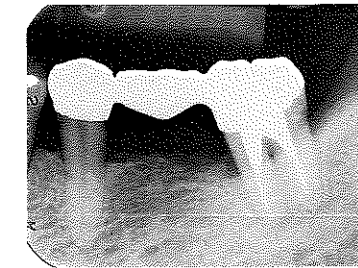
⑤⑥⑦ブリッジ装着時のX線写真。7の近心にはまだ不安が残る
